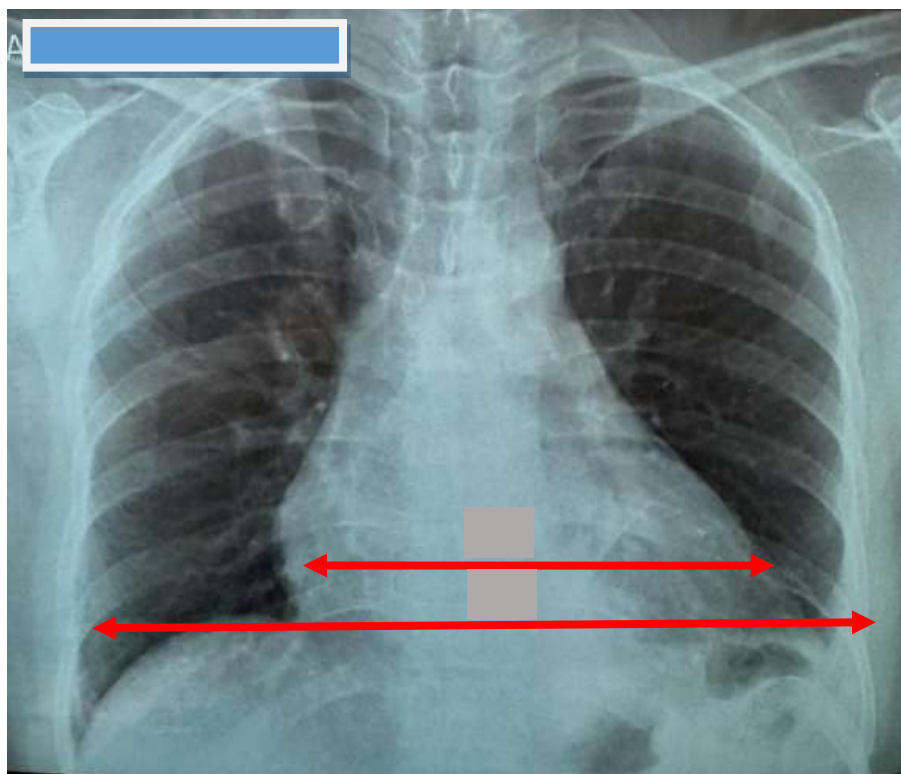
Рентгенография органов грудной клетки пациентки А., 38 лет. Стрелкой указано расширение сердца в поперечнике. С — поперечник сердца, измеряемый по горизонтали между наиболее отстоящими друг от друга точками правого и левого контуров сердечной тени; D — поперечный базальный размер грудной клетки, измеряемый между внутренними поверхностями боковых стенок грудной полости на уровне правого кардиодиафрагмального угла.
